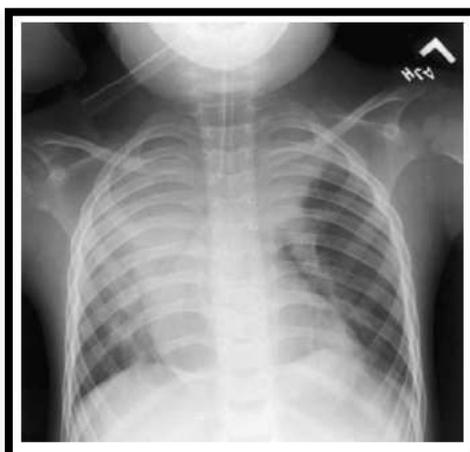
A chest radiograph of the same patient shown in Figure 1 taken 24 hours after hospital admission demonstrates significant progression of bilateral atelectasis and interstitial infiltrates. The patient required mechanical ventilation for respiratory failure.
